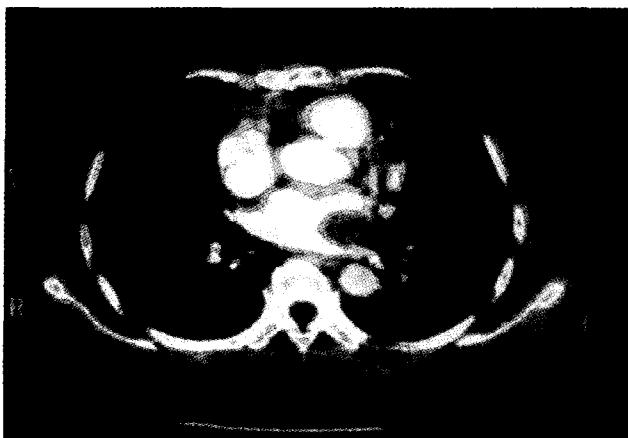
Chest CT shows 3x2x2cm sized mass on lateral wall of left atrium, at 30th day postoperatively.
